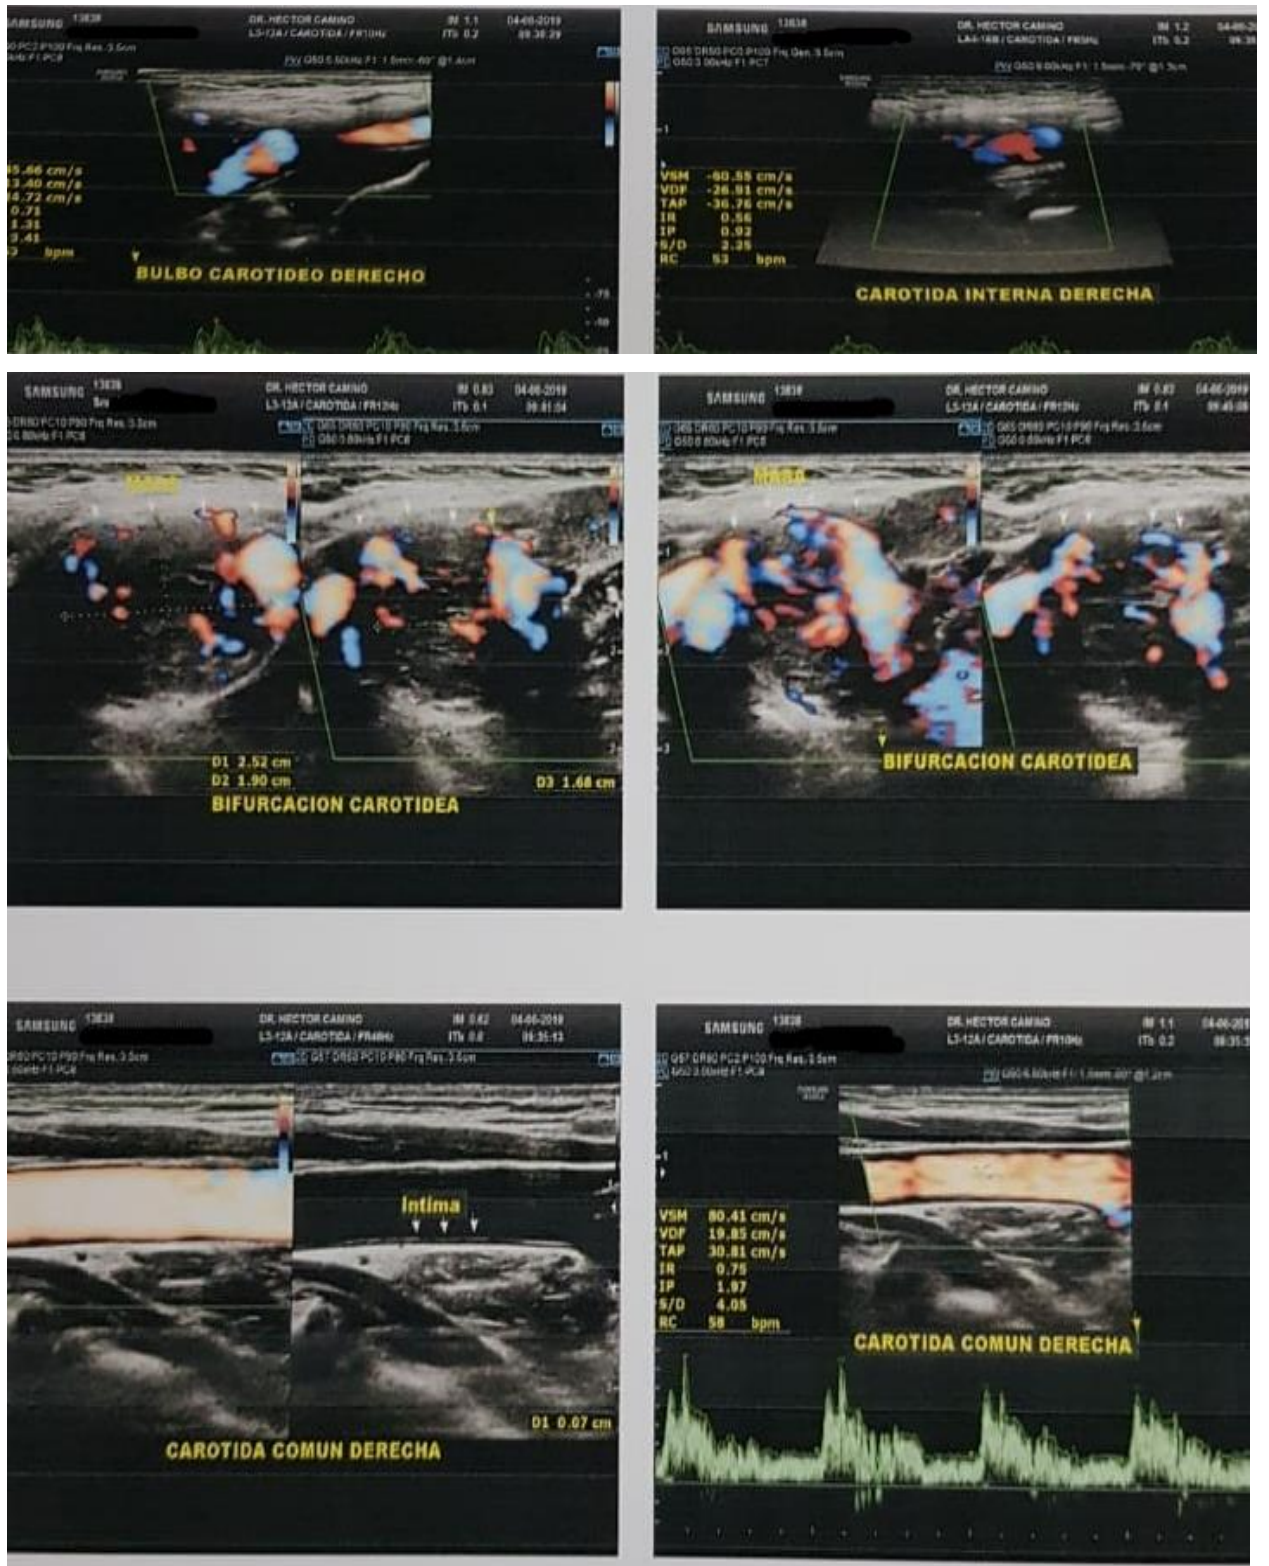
ECO DOPPLER REGIÓN CAROTIDEA DERECHA.
